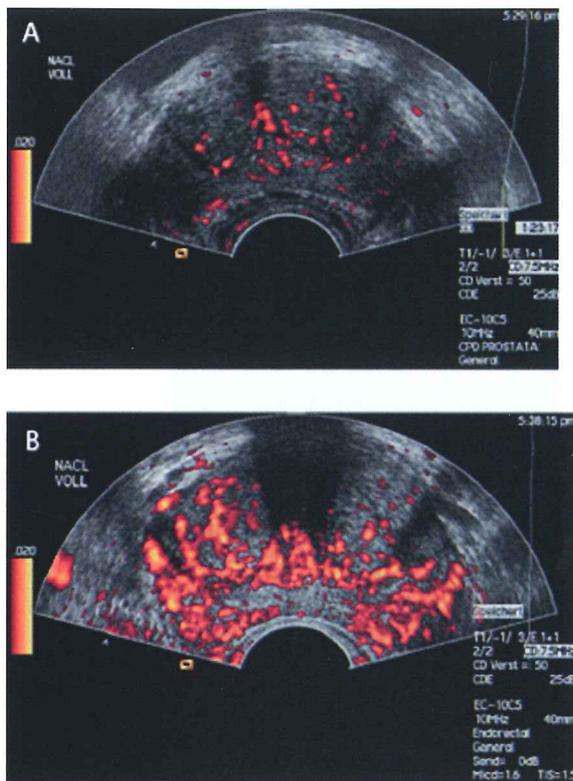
経直腸式超音波による前立腺での血流の評価。α1遮断薬投与前 (A) と比較して、投与後 (B) に血流が改善している (文献6より引用)
